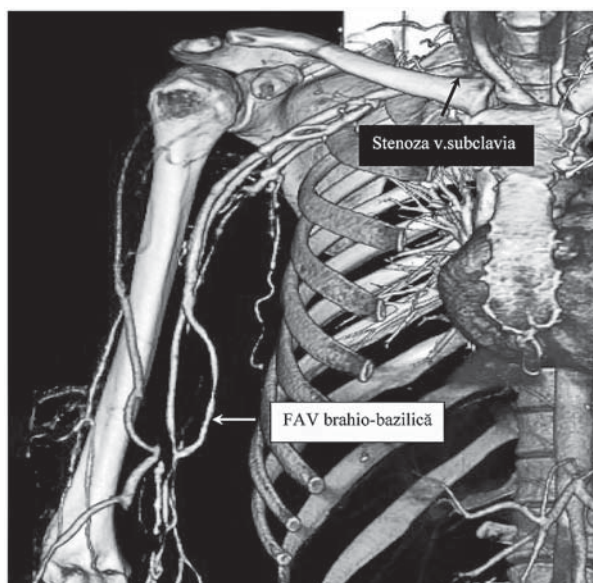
Angiografie CT-3D. Vizualizarea FAV brahio-bazilice. Stenoza v.subclavia.
